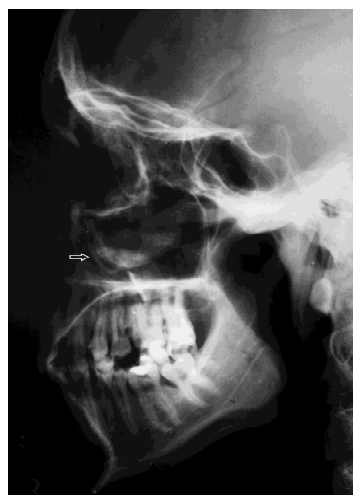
Röntgenologische Darstellung wie in Abb. 51 12 Monate postoperativ mit nahezu vollständiger Rückbildung der Röntgenopazität (Pfeil)
